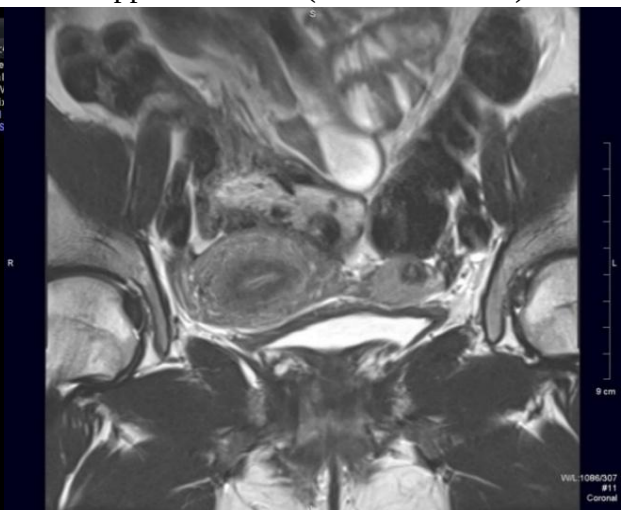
IRM în ponderație T2. UU pe dreapta și corn rudimentar cavitat noncomunicant pe stânga, clasa A1b/IIb
